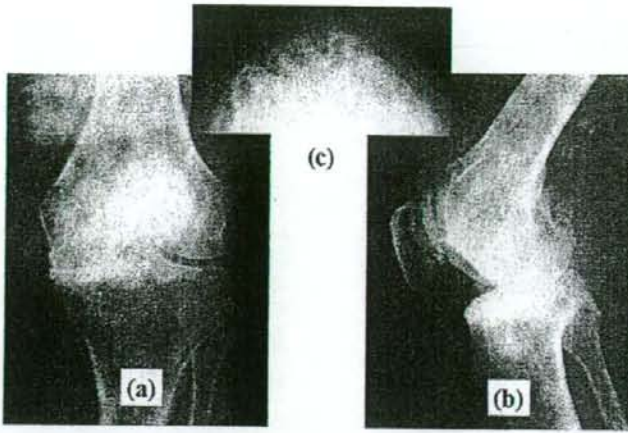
変形性膝関節症の単純X線所見：正面像 (a)、側面像 (b)、膝蓋骨軸射像 (c)
